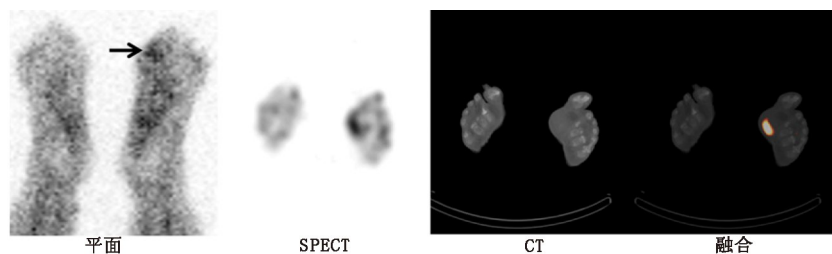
左足软组织感染患者影像学检查图。在⁹⁹Tc^m 标记白细胞平面图像上,左足第一跖骨下方放射性分布增高(箭头示),无法确定该病灶有无累及骨骼;SPECT/CT 图像定位软组织感染区;通过精确定位放射性分布增高区,SPECT/CT 显像可用于指导患者治疗
